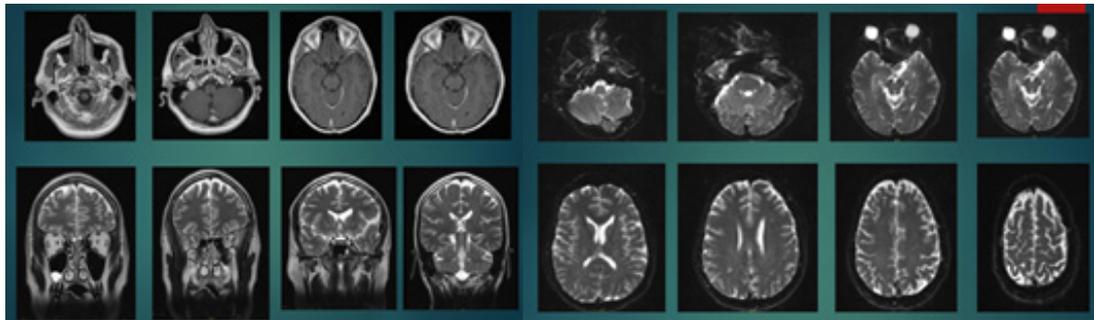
Resonancia Magnética de Difusión (MRI) Cerebral-18/11/2019
